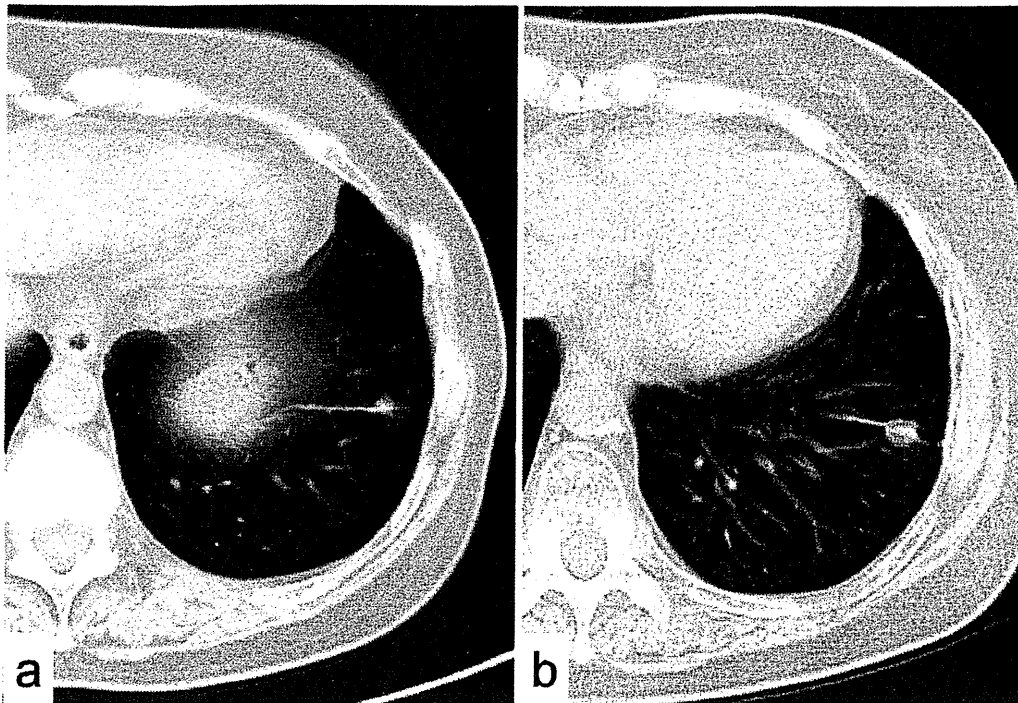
Chest CT scan findings. (a) Chest CT image showing the tumor reduced in size at 1 year after gefitinib administration. (b) Chest CT image showing that the tumor size had increased after 3 years 8 months.
